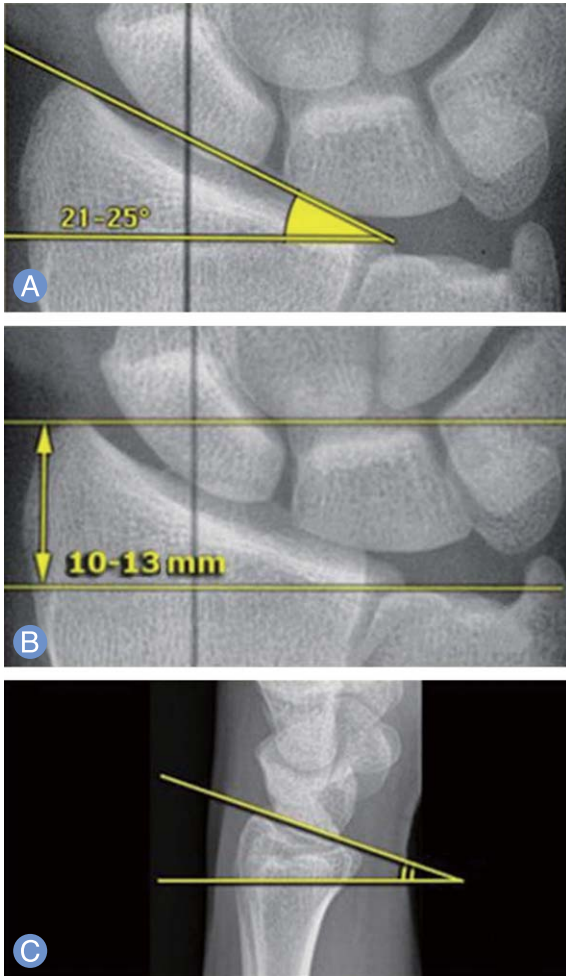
Radiographic parameters of the distal radius fracture. (A) Radial inclination. (B) Radial length. (C) Palmar tilt.
